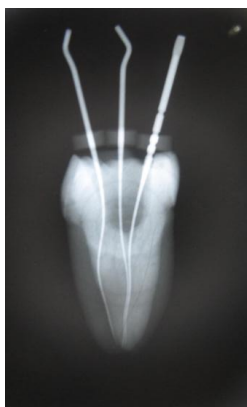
Radiografía periapical del molar con tres conductos en la raíz mesial
